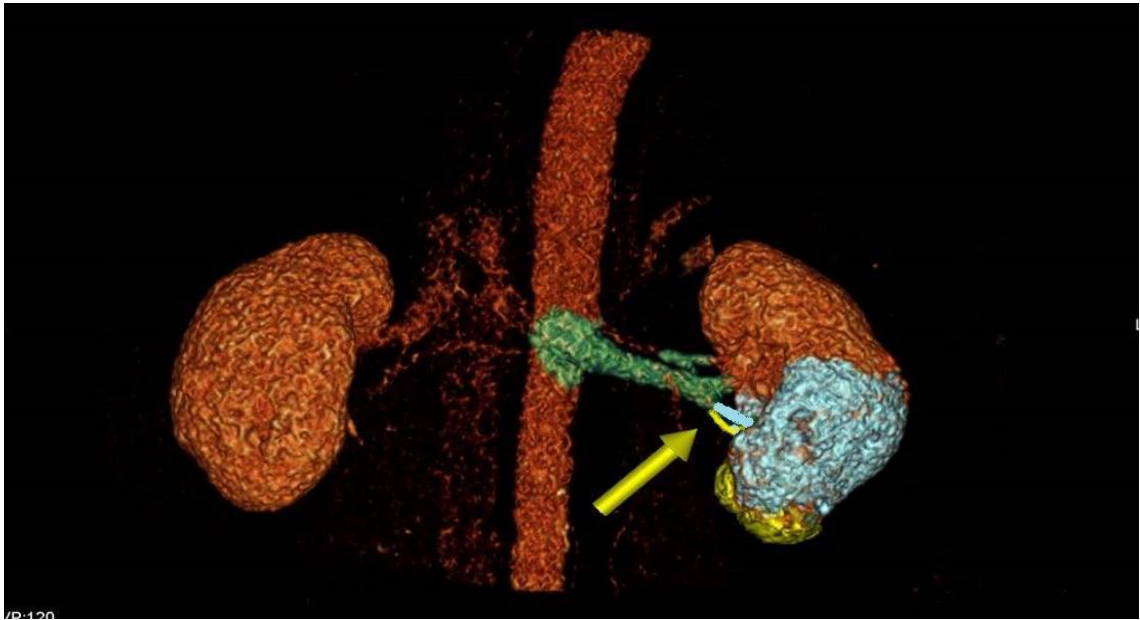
Комп'ютерна томограма пацієнта А., віком 63 роки, з пухлинним новоутворенням нижнього полюсу лівої нирки
